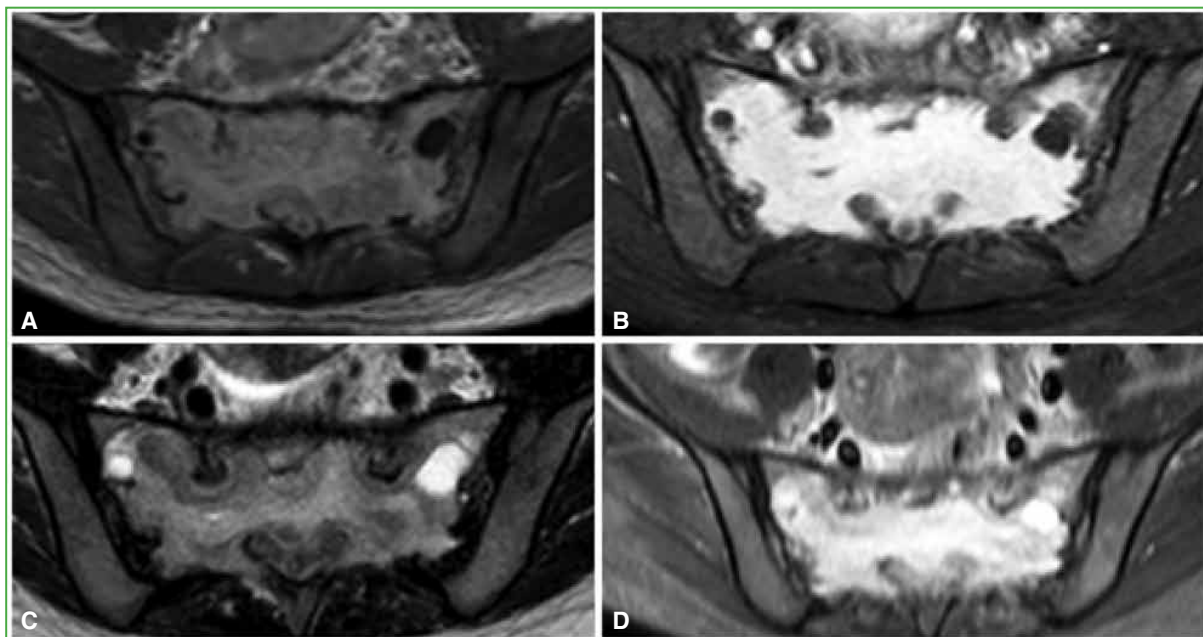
Resonancia magnética de sacro. Se visualiza una lesión que compromete el sacro en forma difusa, hipointensa en la secuencia T1 (A), con realce ávido luego de inyectar el medio de contraste intravenoso (B) y de forma heterogénea e hiperintensa en secuencias T2 (C) y STIR (D).
